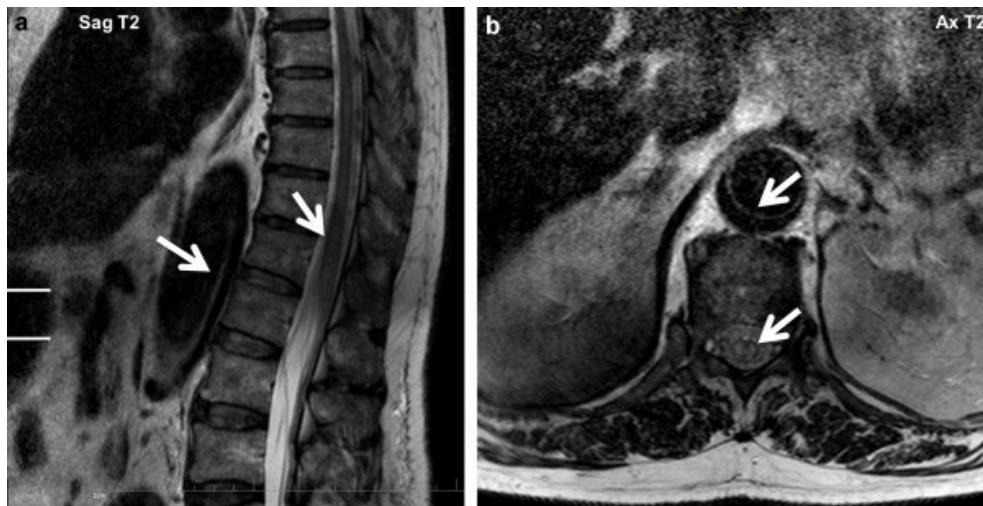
IRM médullaire, montrant un hypersignal T2 centromédullaire (flèches en a) au renflement lombaire, signant l'ischémie médullaire. Ici, 0,2 mmol/kg de gadolinium sont injectés chez l'homme de 82 ans. La dissection aortique est montrée par les flèches en b [54].
